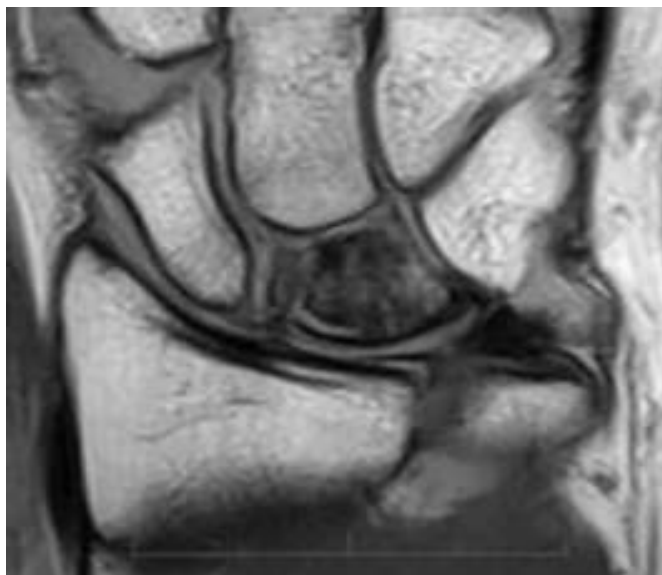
МРТ-снимок запястья: признаки аваскулярного некроза полулунной кости
